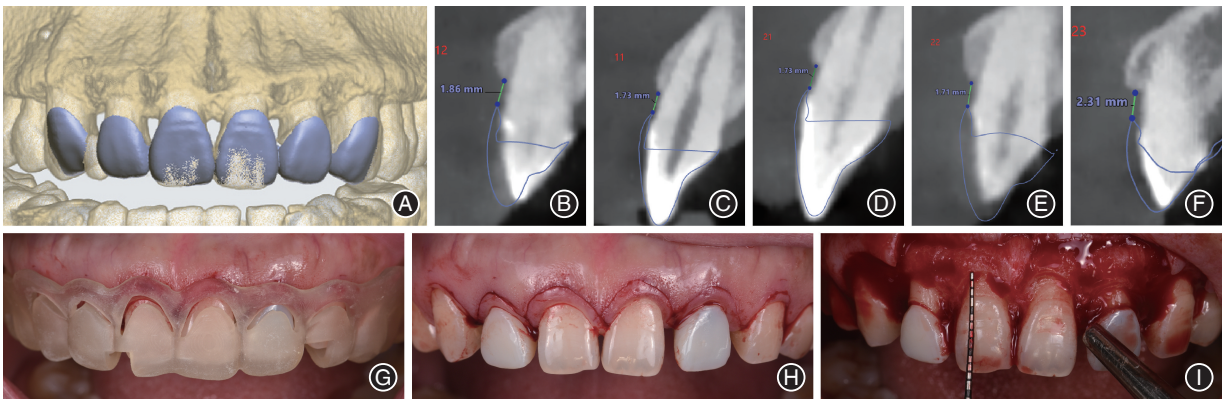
上前牙间隙伴露龈笑患者的冠延长手术过程 A~F:理想修复体诊断模型与锥形束CT(CBCT)数据结合,获得釉牙骨质界至牙槽嵴顶距离的数据,以设计冠延长导板;G:牙冠延长手术导板口内像;H:牙龈切除;I:牙槽骨修整。
